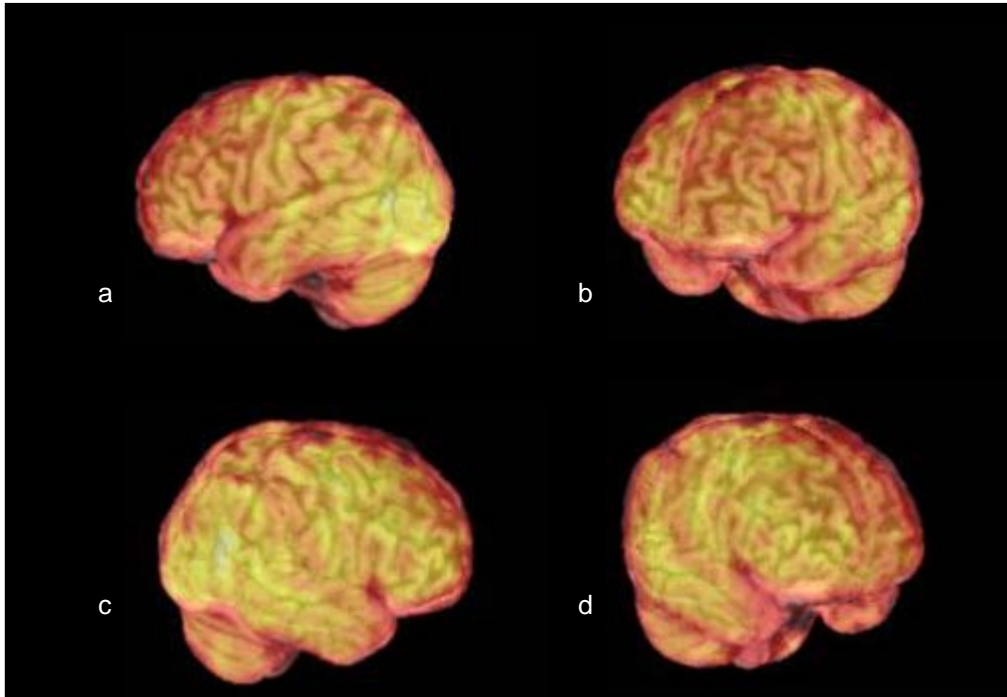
MRT/PET-Fusion Patient R.N. : a) links hinten, b) links vorne, c) rechts hinten, d) rechts vorne
